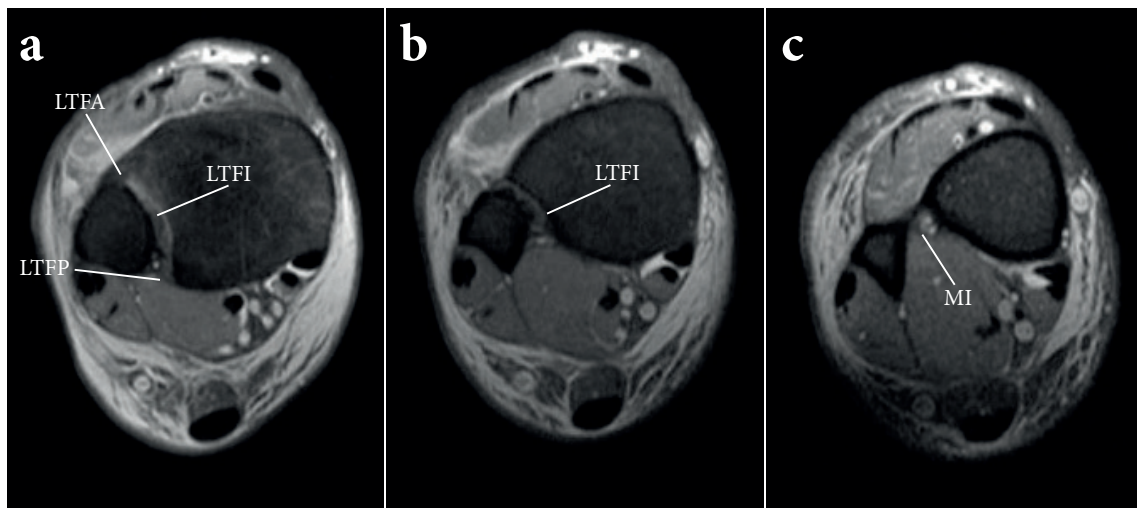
MRT eines rechten oberen Sprunggelenkes, axiale Schichten beginnend (a)-(c) von distal nach proximal: LFTA, LTFI, LTFP und MI (AKA Altona, Radiologie).
